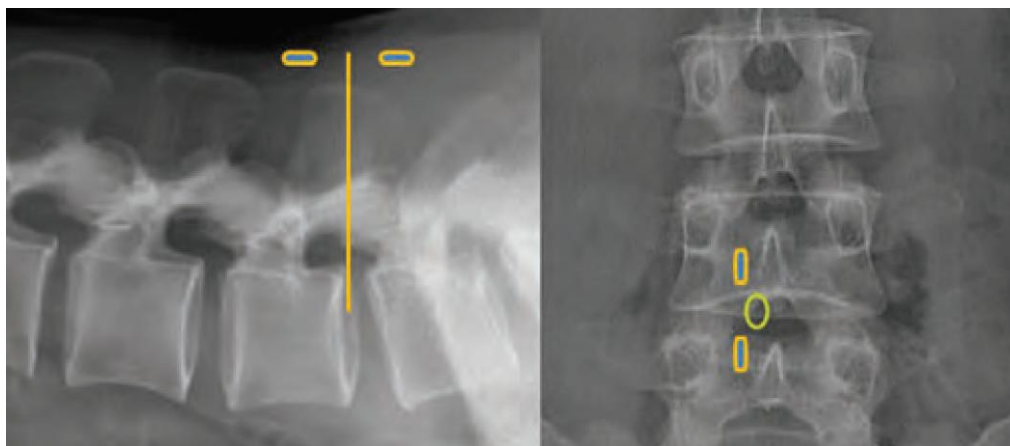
Фотовідбиток рентгенограми зі схемою точок введення двох портів для видалення грижі міжхребцевого диска
